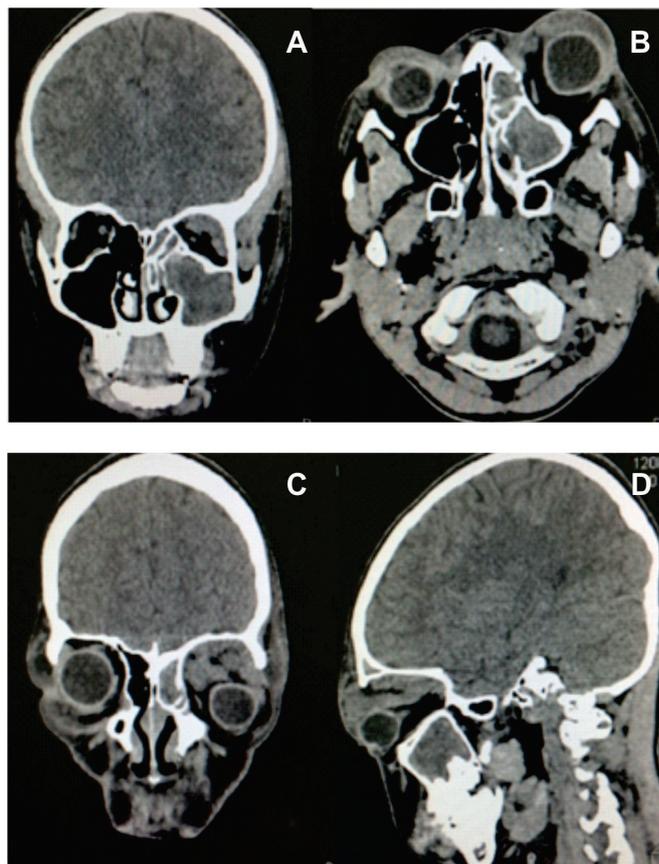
Tomografia computadorizada de face nos cortes axial, coronal e sagital onde observam-se exoftalmia do globo ocular esquerdo, velamento dos seios paranasais e imagem hiperdensa na porção superior da órbita esquerda sugestivo de conteúdo advindo da infecção e espessamento da musculatura da motilidade ocular
